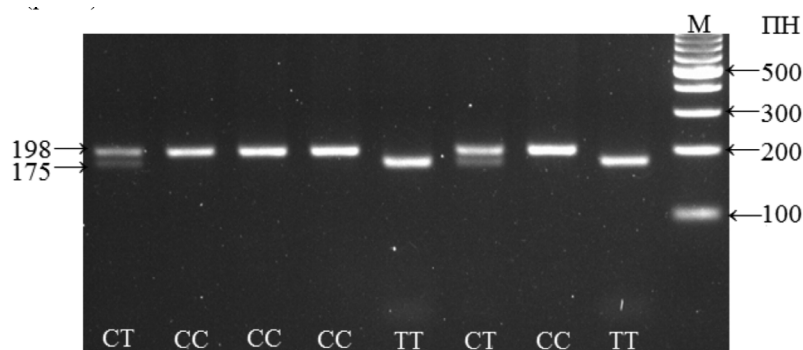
Результаты анализа полиморфного локуса C677T гена *MTHFR*. Наличие фрагмента длиной 198 п.н. после обработки эндонуклеазой *HinfI* соответствует генотипу CC, двух фрагментов (176 и 23 п.н.) – генотипу TT и трех (198, 175 и 23 п.н.) – генотипу CT. Фрагмент ДНК длиной 23 п.н. не виден из-за низкого молекулярного веса и слабого окрашивания. М – ДНК-маркер молекулярных весов 100–1000 п. н.
